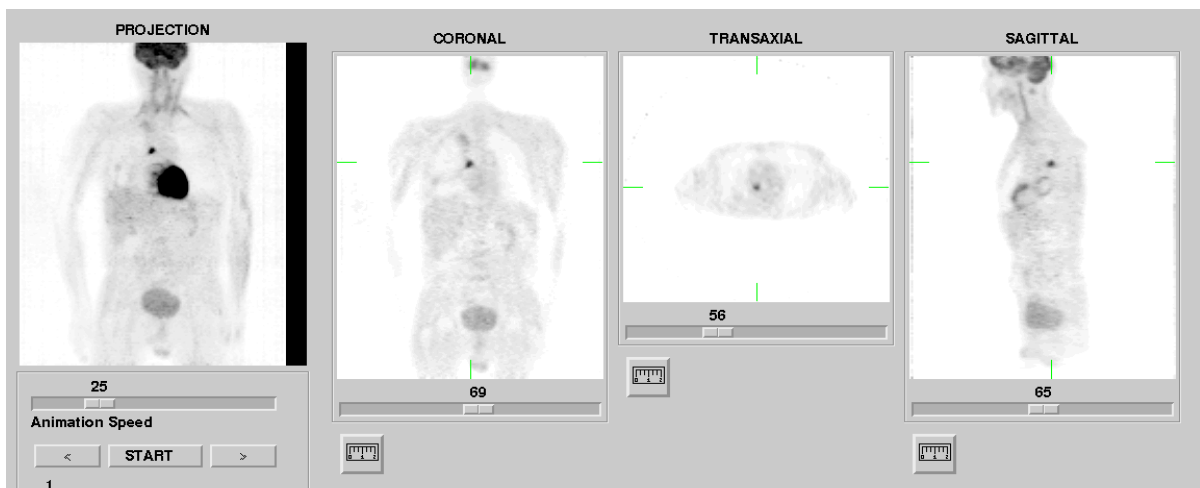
FDG-PET-Schnittbilder (transversal, coronal und sagittal) sowie eine Maximum-intensity Projektion (anterior) der frühen Ganzkörper-PET des Patienten, für den ein Downstaging von N1 nach N0 diagnostiziert wurde. Es zeigen sich die relativ kleine, umschriebene, kräftige FDG-Akkumulation des Primärtumors rechts zentral sowie zum Einen geringe FDG-Akkumulationen paramediastinal nach kranial ziehend, die am ehesten durch kollabiertes Lungengewebe erklärt wurden und zum Anderen flauere FDG-Anreicherungen im rechten Unterlappen, die durch entzündliche Veränderungen erklärt wurden.
